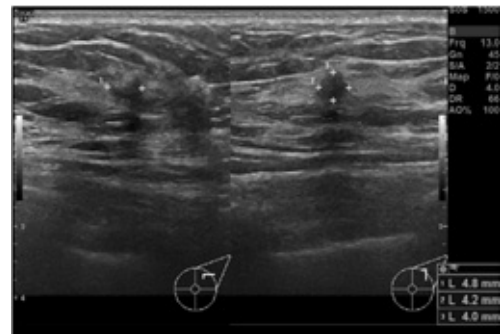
FADに悩む所見(図3-3)の超音波画像
